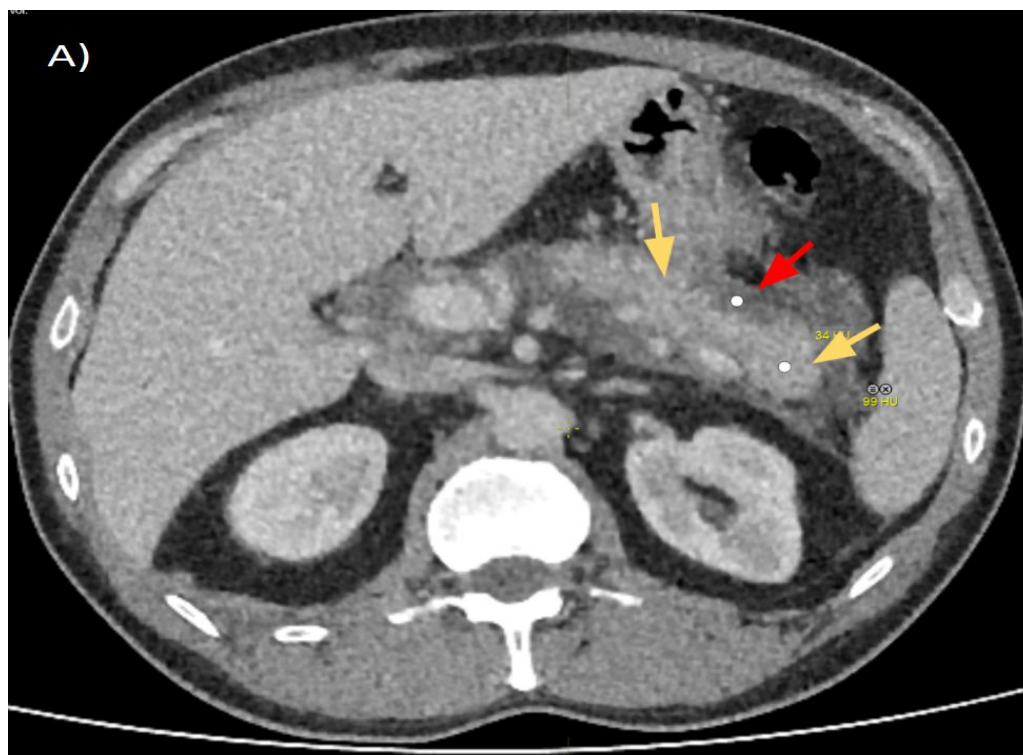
Компьютерная томограмма, венозная фаза, аксиальная проекция, 3 день ОП. Сканы на разных уровнях (а,б). 1 тип конфигурации некроза: неглубокий некроз в области тела (красная стрелка). Жизнеспособная паренхима: головка, шейка, тело (желтые стрелки)
